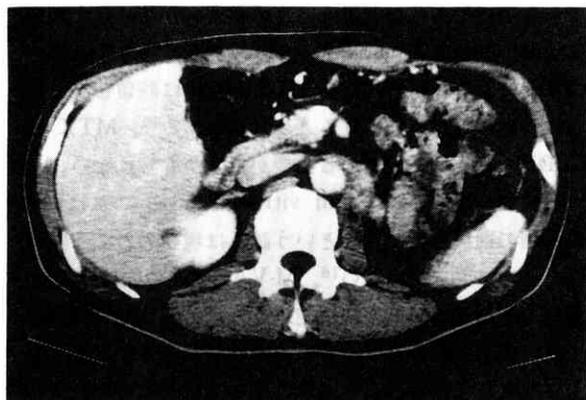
症例6。化学療法2コース後のCT像。左傍大動脈リンパ節の病変は著明に縮小した。
